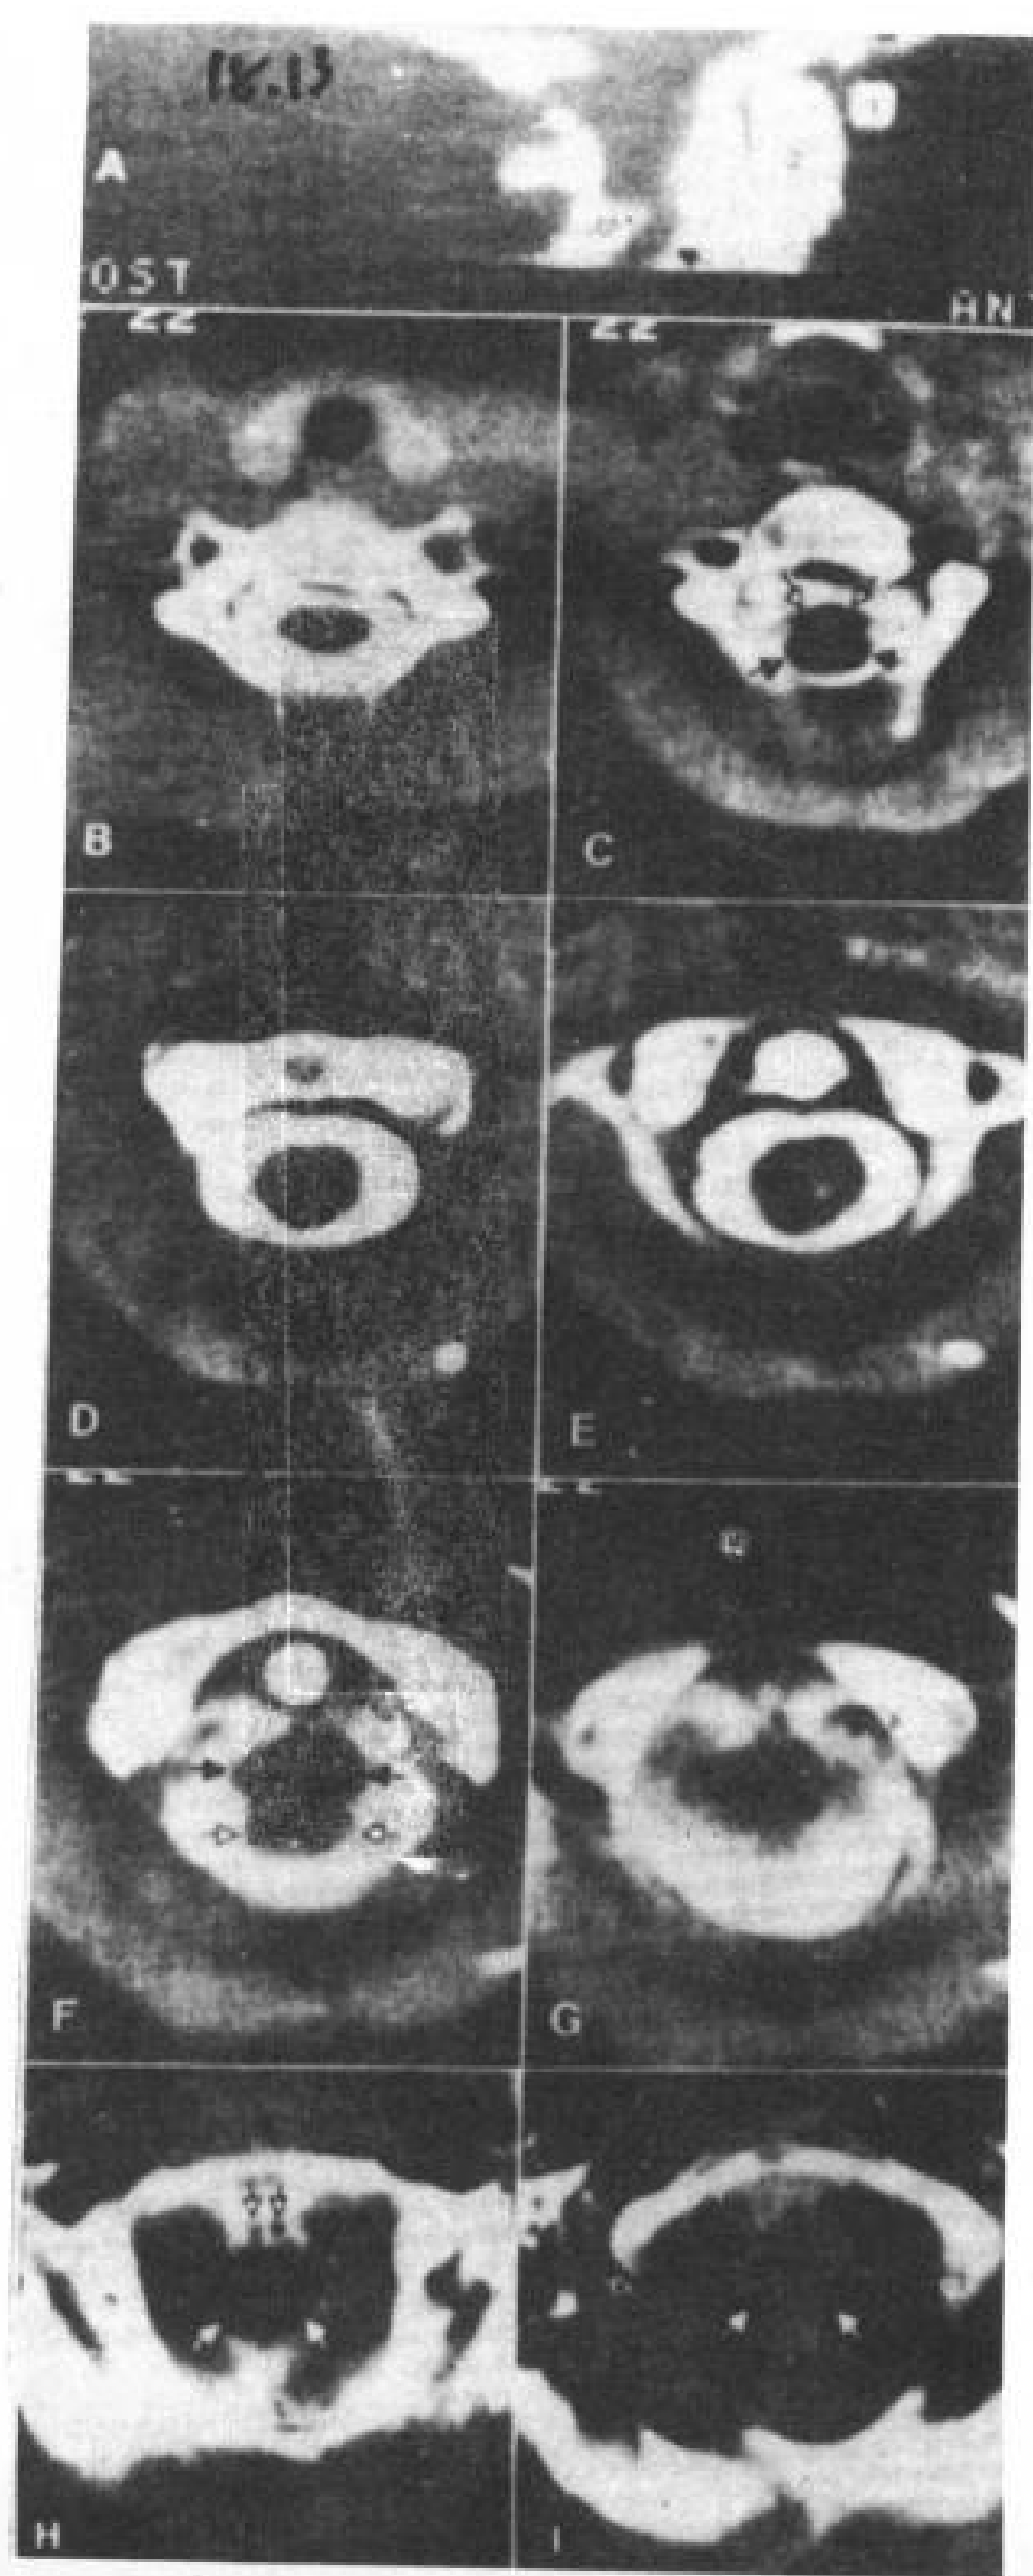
13 中度严重的 Chiari II 后脑畸形 (第三组)。7 岁半，男孩。增强脊髓 CT。
